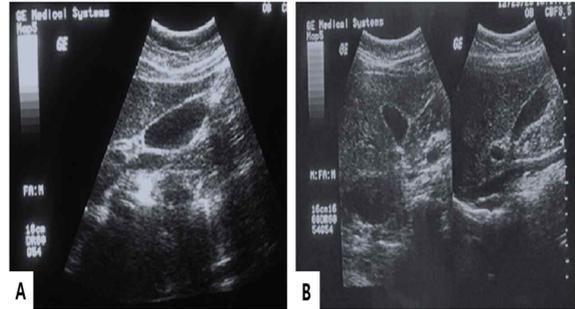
A. The ultrasonographic image of the gallbladder (hunger state) B. The ultrasonographic image of the gallbladder (after a meal).
